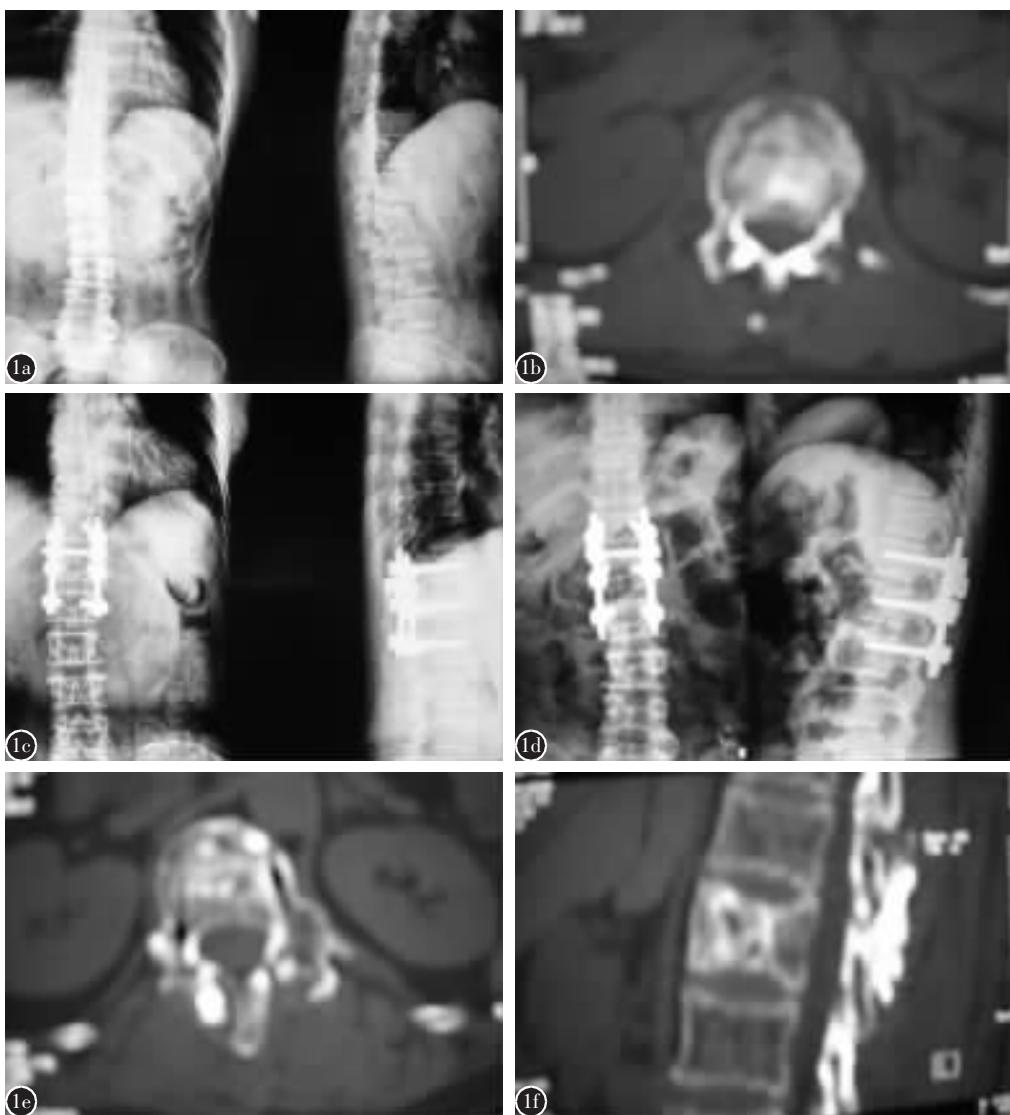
患者女性，55岁，因高处坠落致 L1 爆裂型骨折 a 术前腰椎 X 线正侧位示 L1 椎体高度明显降低，楔形变 b 术前 CT 平扫提示椎管内骨块占位 c 经后路椎弓根螺钉系统 6 钉三椎体复位固定并 T12/L1 小关节突间、椎板表面植骨术后腰椎 X 线正侧位片示 L1 椎体高度恢复，内固定位置良好 d 术后 11 个月腰椎 X 线正侧位示胸腰段生理弧度可，内固定在位良好 e 内固定取出后 CT 平扫提示椎管内塑形良好 f 内固定取出后 CT 矢状面重建示 T12/L1 小关节突间及椎板表面植骨融合良好
